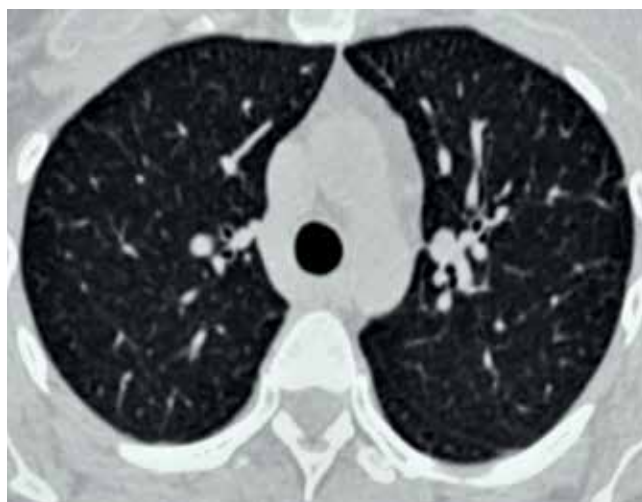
Пациентка Б., КТ ОГК 15.01.2025 г. – практически полное рассасывание очагов в обоих легких на фоне проведенной противотуберкулезной терапии
